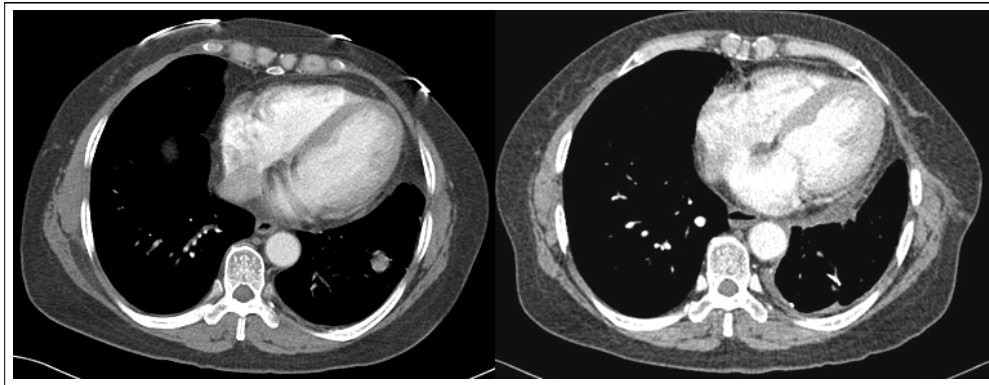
On chest CT scan, 1.8 cm sized solitary pulmonary nodule was noted in lateral basal segment of left lower lobe at the time of diagnosis (left). No disease progression was noted on follow-up chest CT after two cycles of adjuvant chemotherapy (right).
